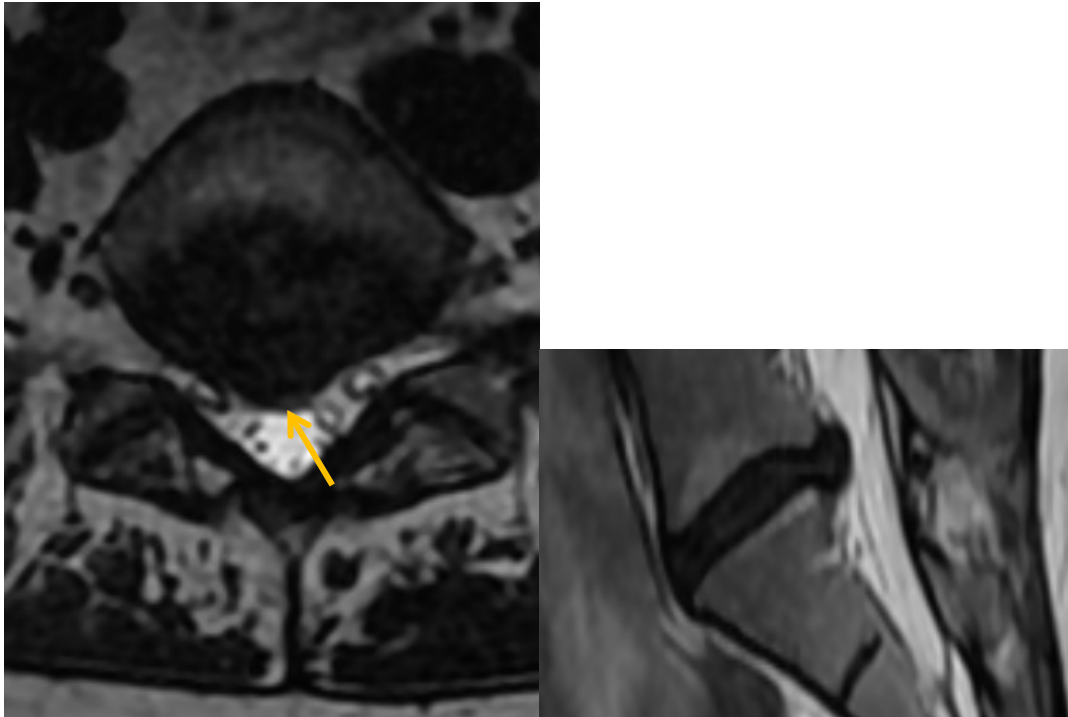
IRM en pondération T2 en coupes axiale et sagittale objectivant une hernie discale médiane (flèche)
